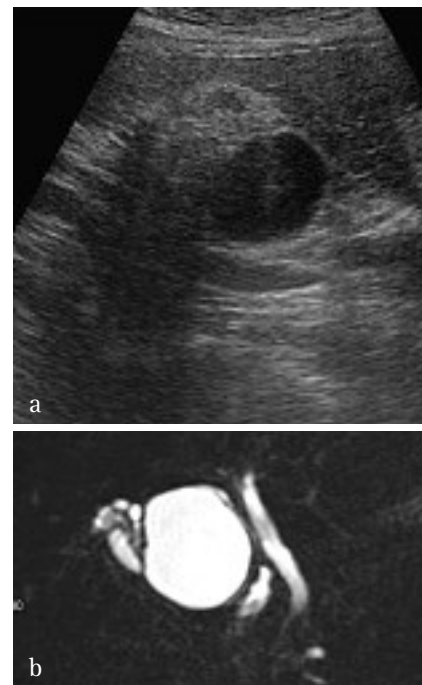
Adénomyomatose, forme fundique, aspect en échographie et en IRM. a) Coupe échographique axiale montrant un fond vésiculaire contenant de multiples calculs responsables d'un large cône d'ombre postérieur rendant difficile l'évaluation de la paroi vésiculaire ; la partie proximale de la vésicule ne montre aucune anomalie morphologique. b) La cholangio-IRM montre de multiples formations kystiques caractérisant une adénomyomatose
